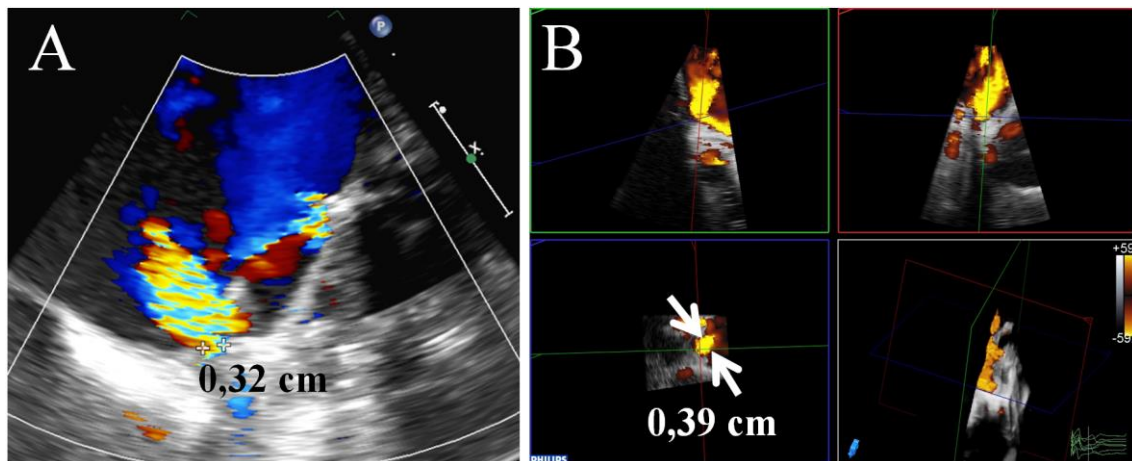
“Leak” perivalvular mitral evaluado mediante ecocardiografía transesofágica bidimensional (A) y tridimensional (B). Se muestra la medida de la anchura de la vena contracta de jet de regurgitación mediante las dos técnicas.
